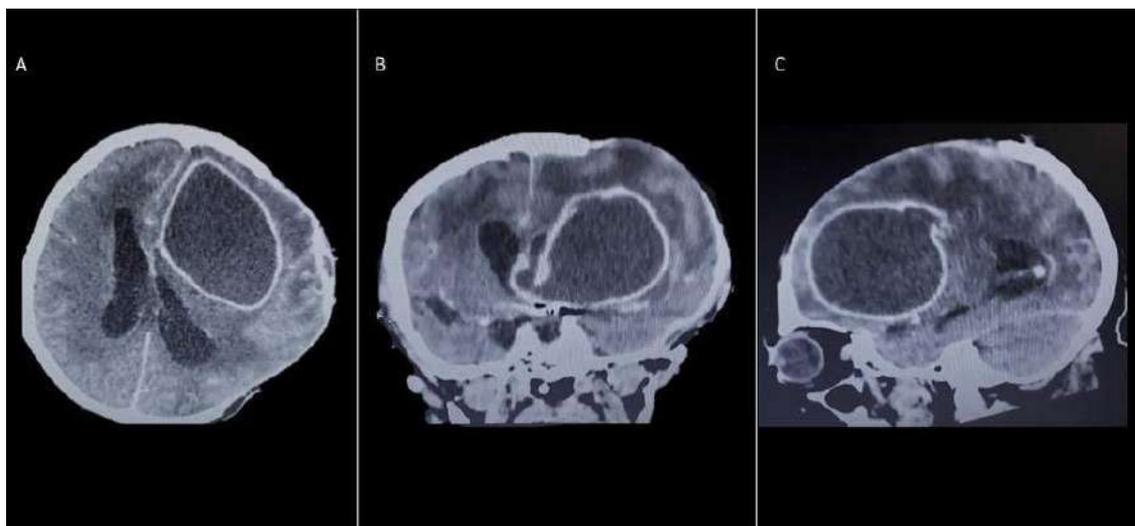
TC de crânio com contraste em cortes axial (A), coronal (B) e sagital (C) que evidenciam coleção de conteúdo hipodenso com captação periférica de contraste, compatível com abscesso cerebral. Paciente com histórico de craniectomia descompressiva pós-trauma penetrante do crânio.
